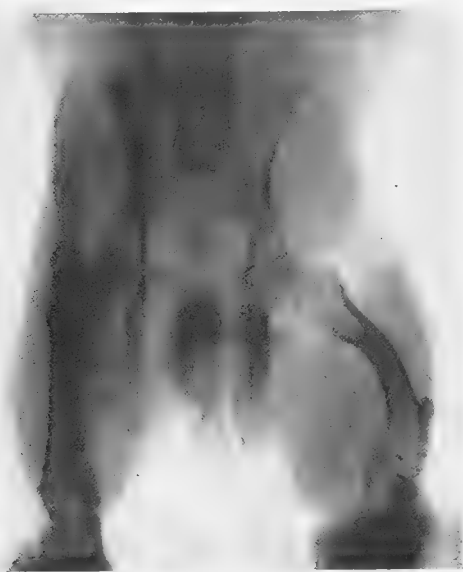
Radiographie de lapin hyperparathyroïdé.
